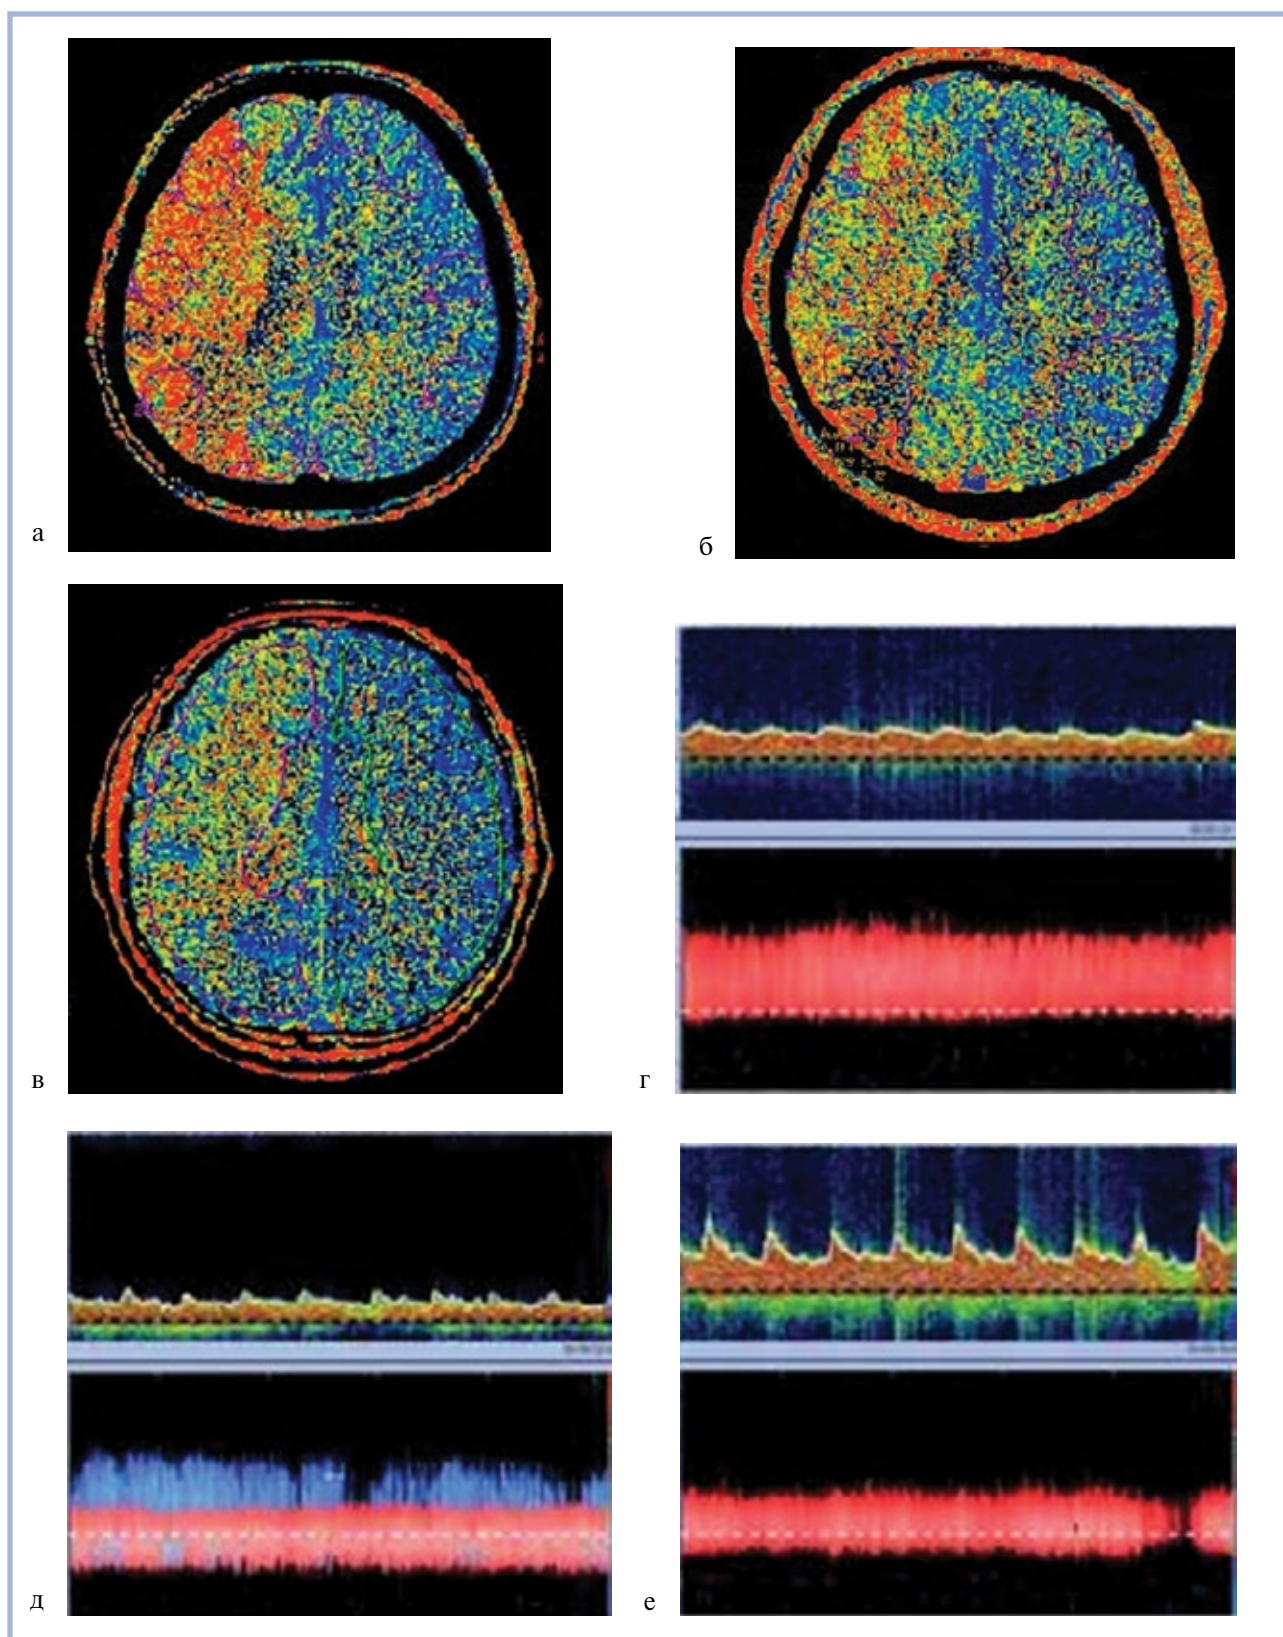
Допплерографические паттерны кровотока в корковых ветвях СМА 4-го порядка (M4) в зависимости от выраженности перфузионного дефицита (по данным КТ-перфузии).
